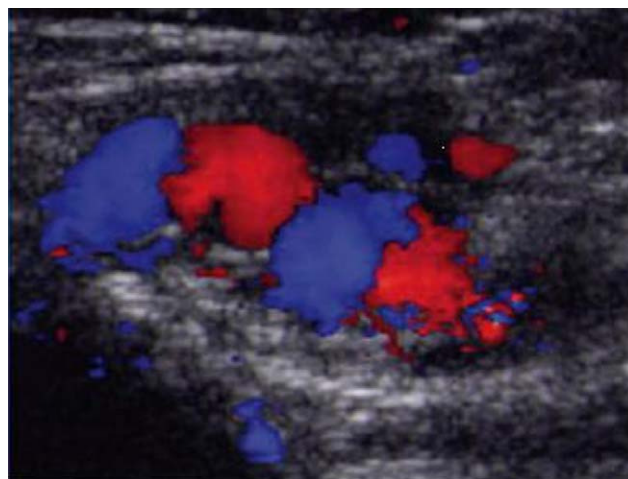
Ecografía Doppler color que demuestra cómo la lesión se rellena intensamente de color.
